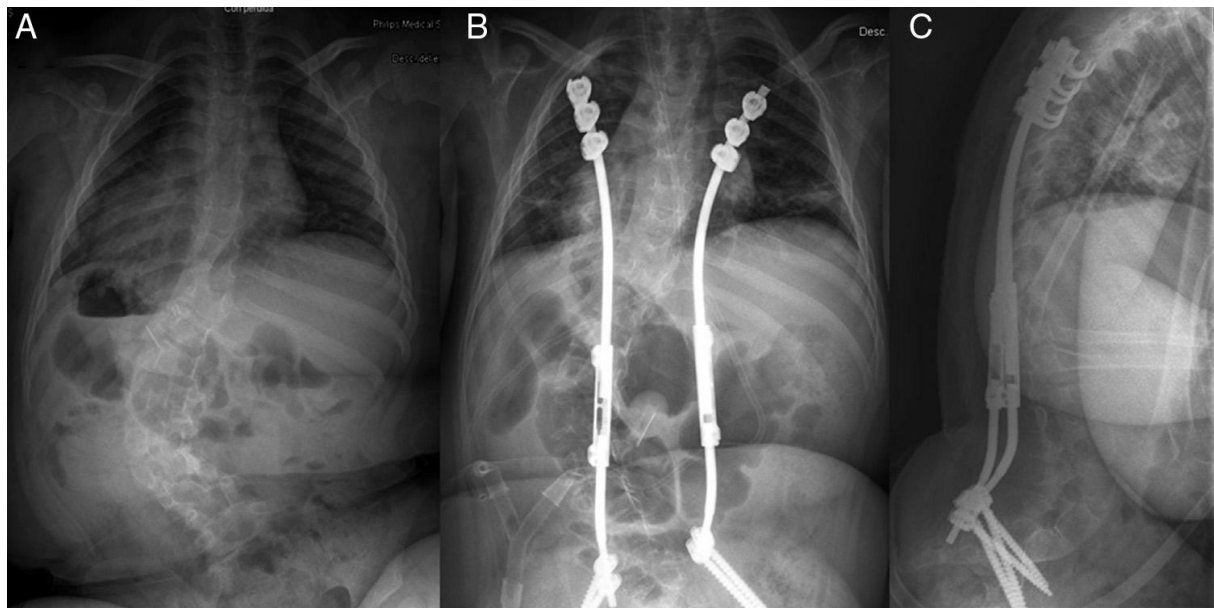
(A) Radiographie d'une scoliose d'apparition précoce d'origine neuromusculaire chez une fille de 6 ans, avec une courbure thoraco-lombaire gauche de 80°. (B) Distraction par un montage hybride. (C) Le profil sagittal est correctement conservé [96].
